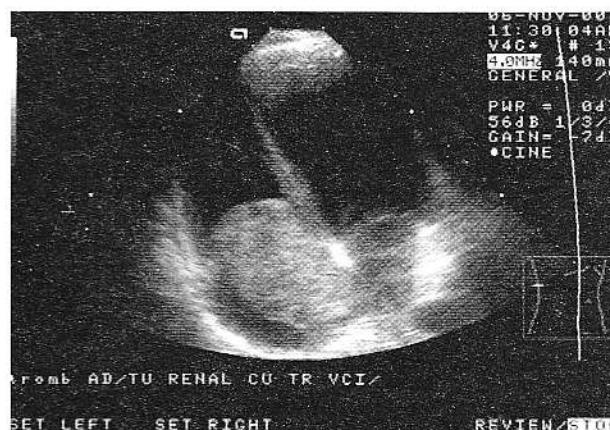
Explorare ecocardiografică. Tromb voluminos în atriu drept.
